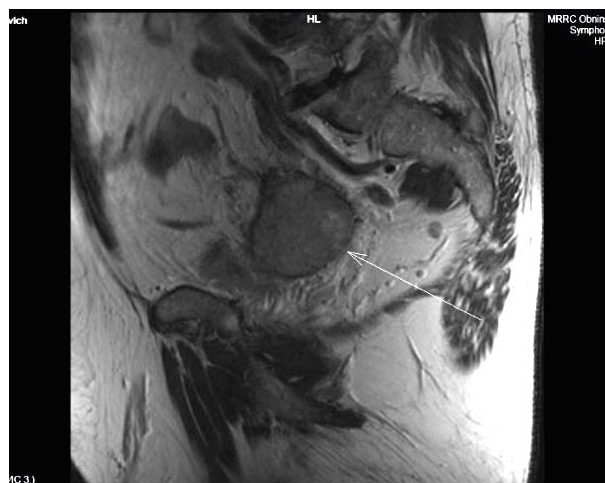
Локальный рецидив опухоли мочеточника в мочевом пузыре (МРТ-картина).
